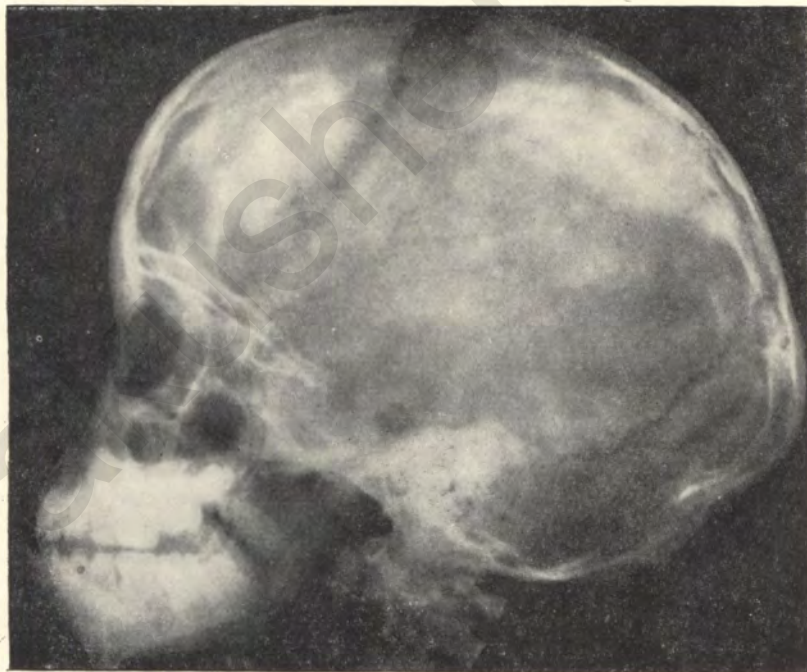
Рентгенограмма черепа больного 3 $\frac{1}{2}$ лет. Опухоль мозга.
